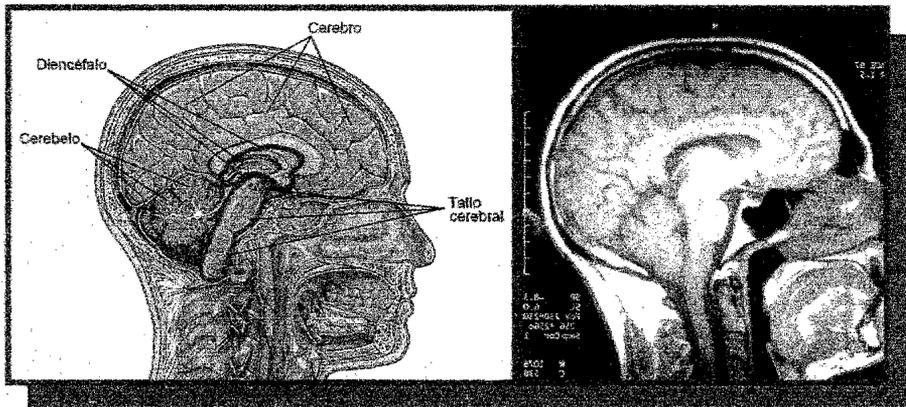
EL ENCÉFALO HUMANO. A. REPRESENTACIÓN ESQUEMÁTICA DEL ENCÉFALO Y LAS ESTRUCTURAS ADYACENTES. B. IMAGEN OBTENIDA CON RESONANCIA MAGNÉTICA NUCLEAR DEL ENCÉFALO
